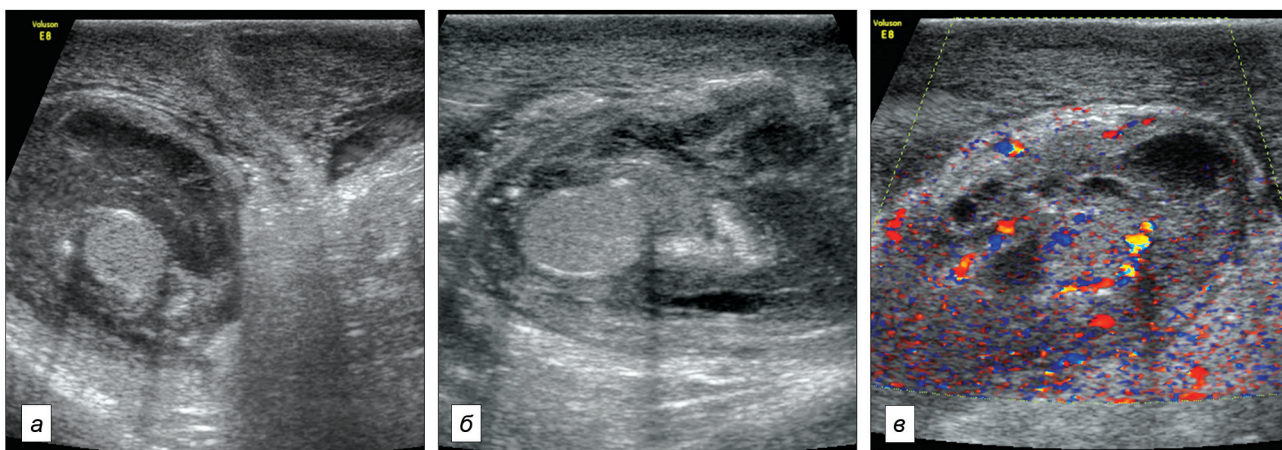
УЗИ мошонки. *a* – поперечный скан; *б* – продольный скан; *в* – цветное доплеровское исследование.
